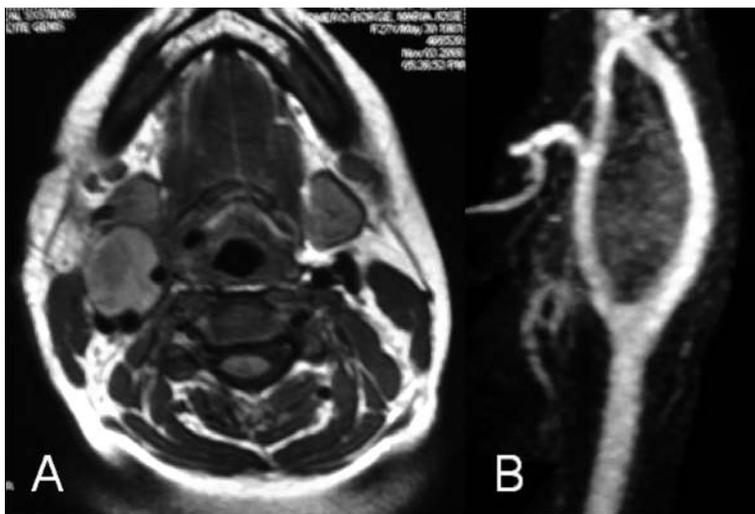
Imágenes de RMN: A. Corte transversal. B. Reconstrucción.
